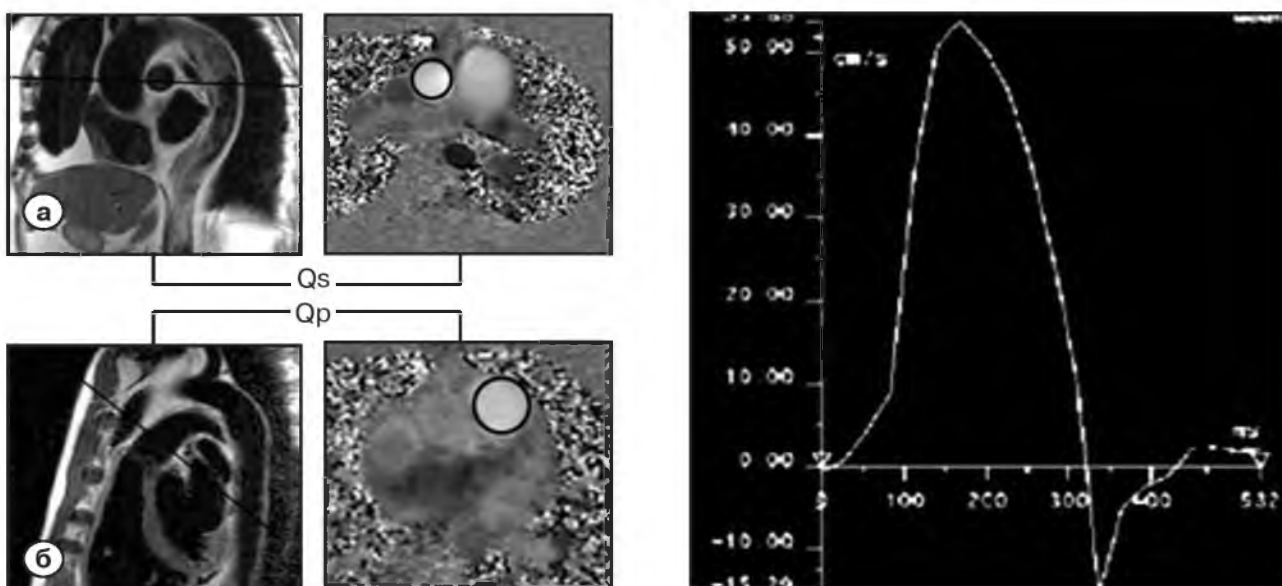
Измерение объемной скорости кровотока в аорте и ЛА методом фазово-контрастной МРТ
